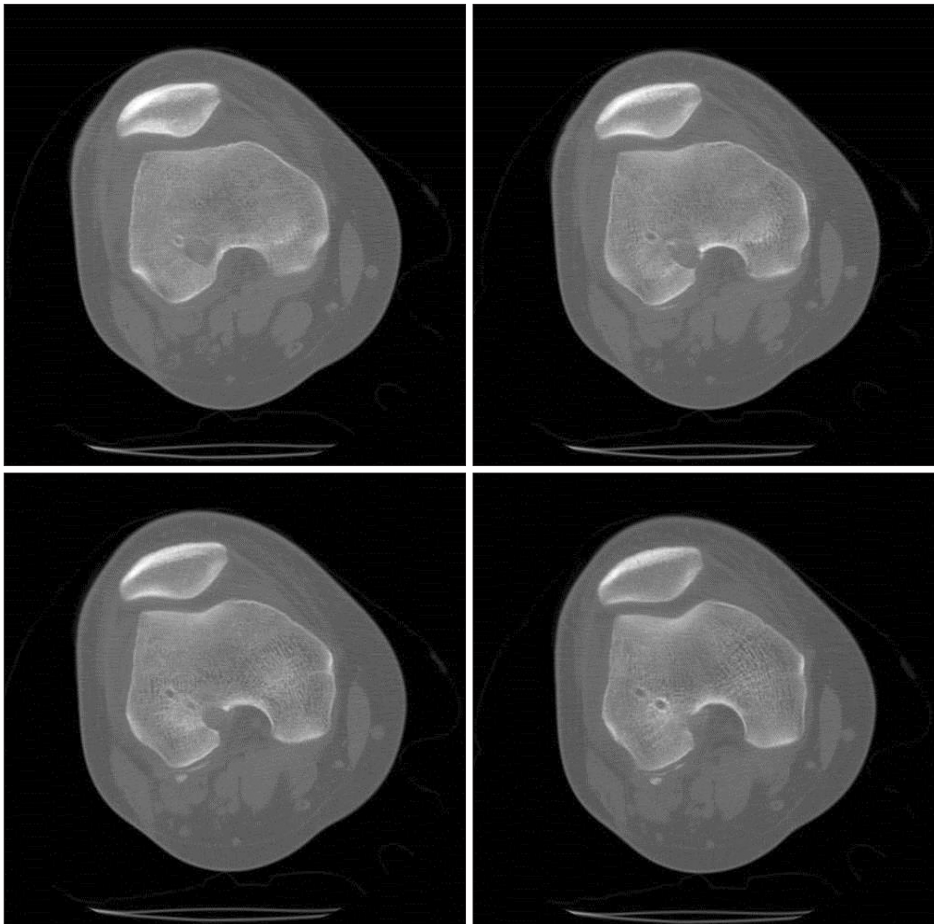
Serial computed tomographic axial images of the distal femur showed that the femoral tunnel was involved with a blown out posterior cortical rim and that the femoral cross-pin protruded into the popliteal area in a posteromedial direction.
